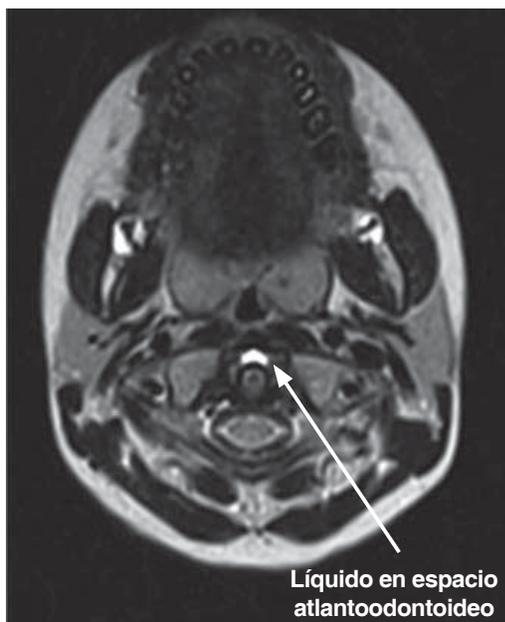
Resonancia magnética ponderada en T2 de la columna cervical en corte axial, donde puede observarse el espacio articular atlantoodontoideo ocupado por líquido.
